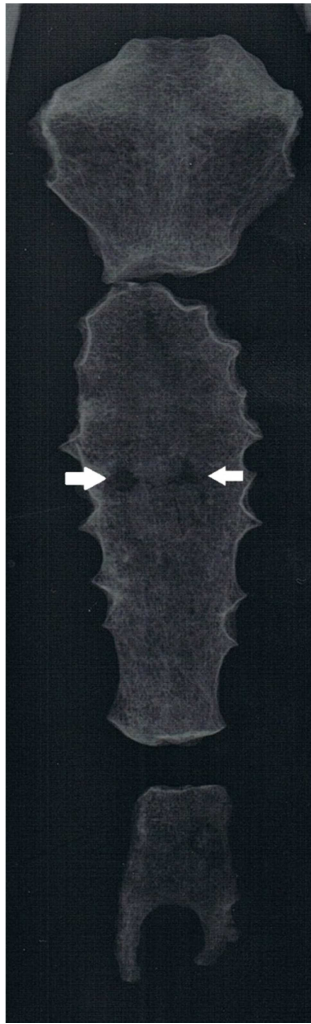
Foto US2933 varón maduro: radiografía del esternón del individuo afectado, las flechas blancas indican la lesión (Lámina realizada por V. Castellani).
